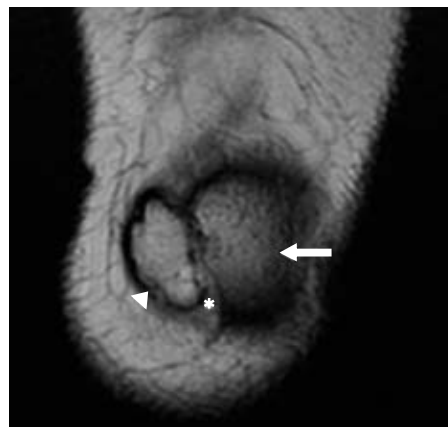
Resonancia magnética de rodilla izquierda en secuencia T2 coronal, donde se observa patela accesoria (cabeza de flecha) y patela (flecha), así como tejidos blandos en medio de ambas estructuras (*).
